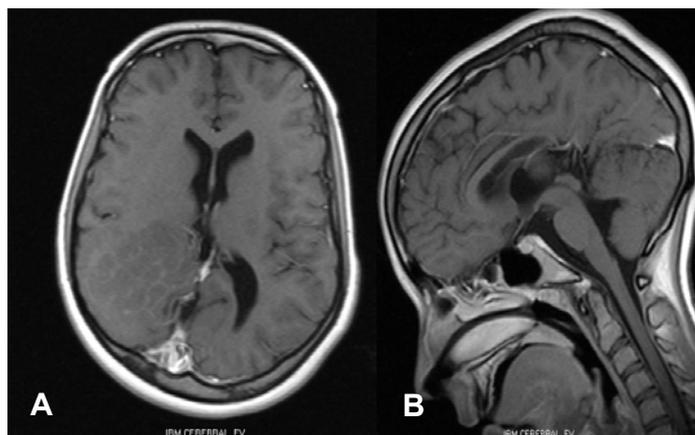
Resonancia magnética contrastada. A) Vista axial: muestra vasos corticales finos en el seno de imagen hipointensa que no capta contraste. B) Vista sagital: hipoplasia del cuerpo calloso, predominantemente en el cuerpo y esplenio.
